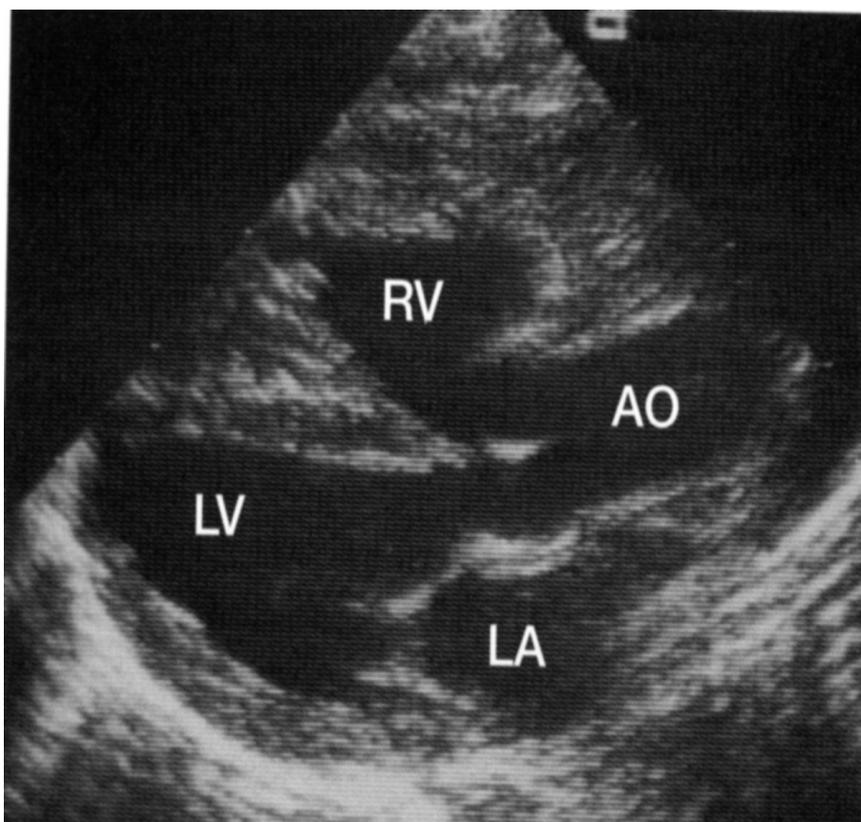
Эхокардиография тетрады Фалло. Декстропозиция аорты
